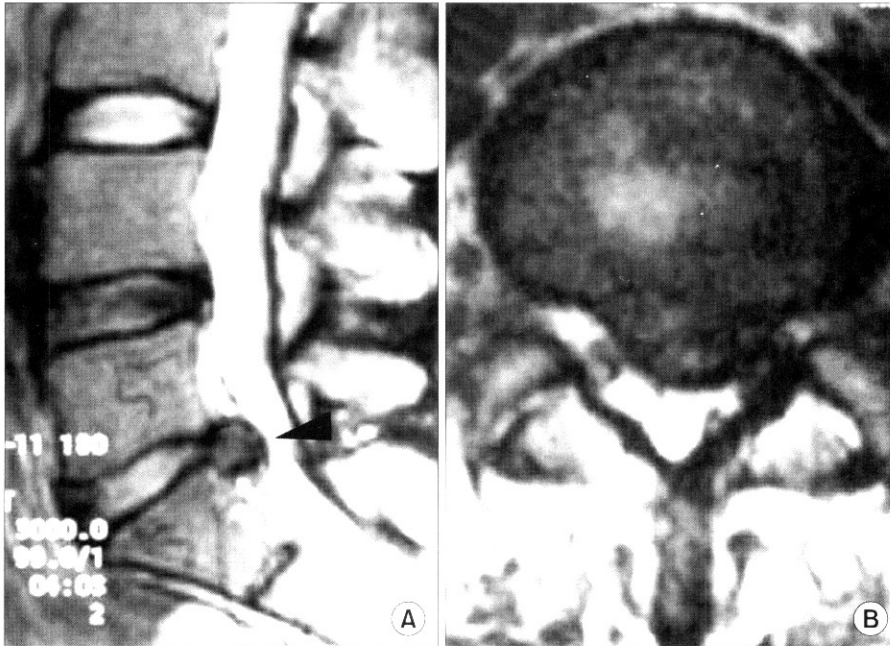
Sagittal (A) and axial (B) T₂-weighted MRI showing central disc extrusion at the L5-S1, small disc protrusion at the L4-5 and mild disc degeneration at the L4-5, L5-S1.
